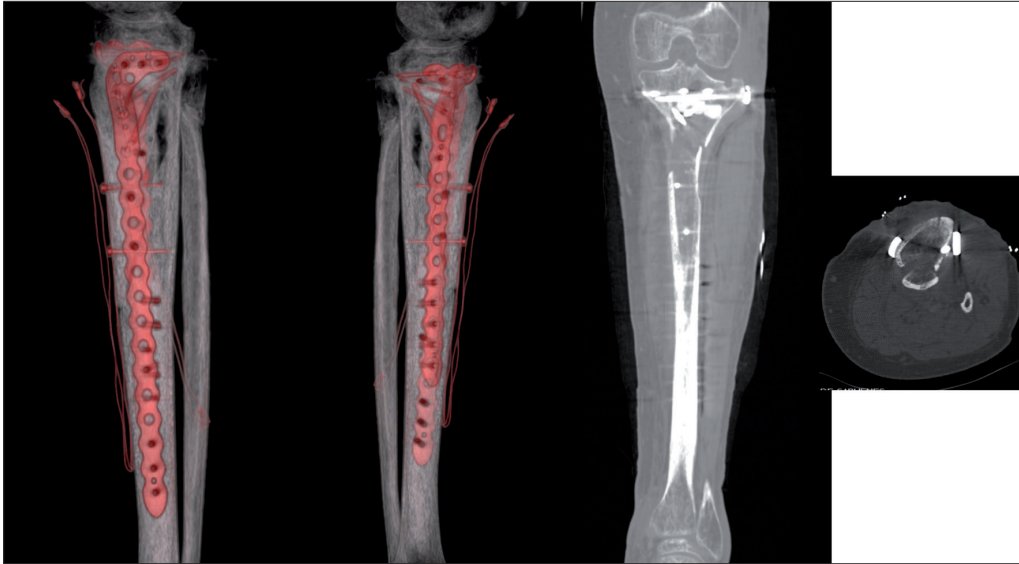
Imágenes de TAC a la octava semana postoperatoria, donde se observa la integridad del material de osteosíntesis, sin presentar signos de consolidación a nivel del foco de fractura y con presencia de signos de rarefacción ósea produciendo un defecto axial estable sugestivo de osteomielitis (Cierny-Mader tipo III)
